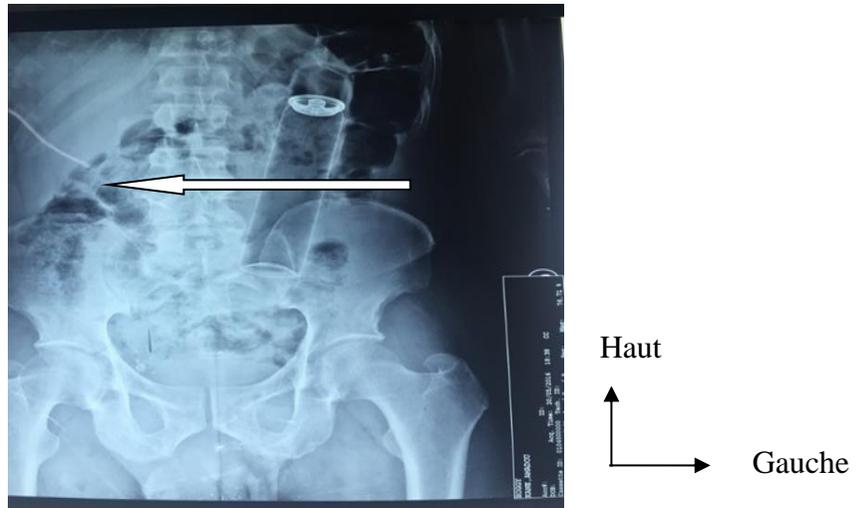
Radiographie de l'abdomen sans préparation, corps étranger dans le sigmoïde (flèche).
